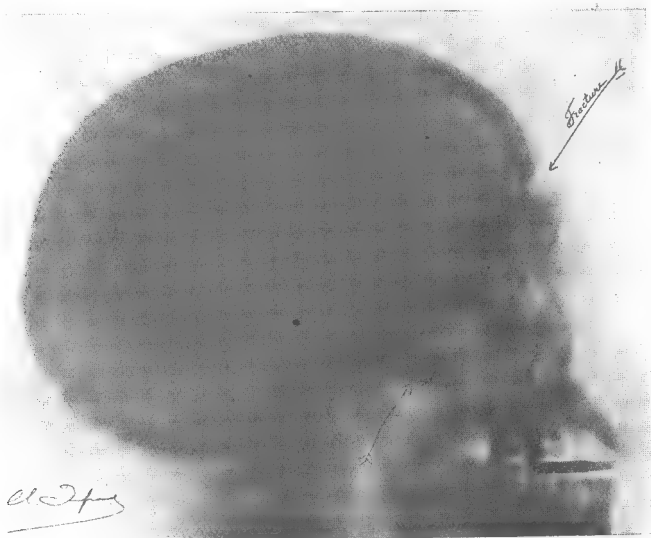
Radiographie du blessé de l'observation IV.
